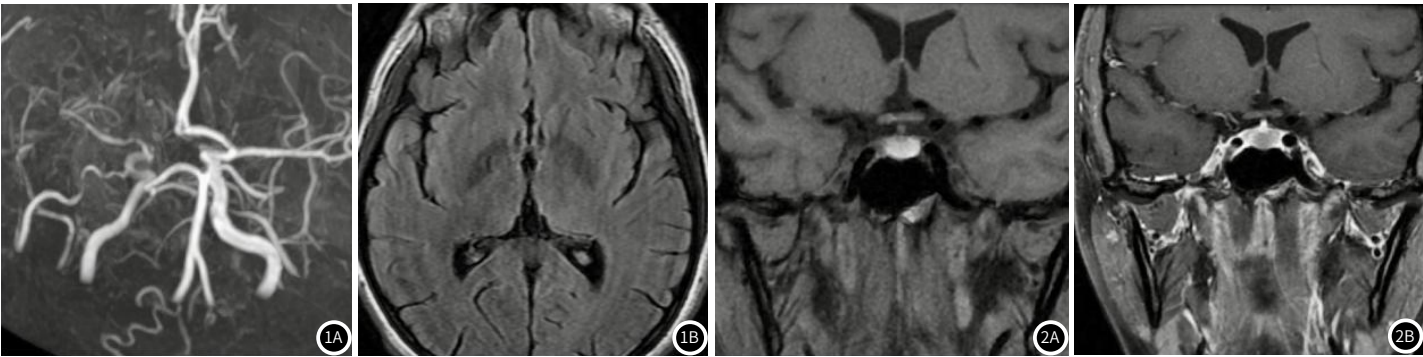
图2D 中枢神经系统血管炎患者影像图。图1A-1B为患者MRI常规扫描图。图2A-2B为患者HR-VWI检查图)
